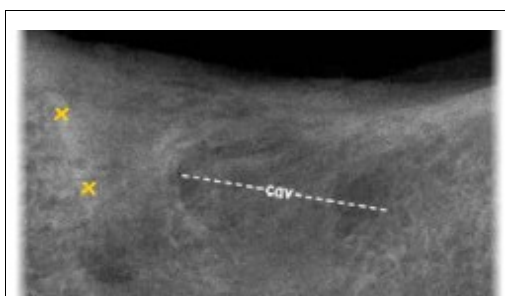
Ein typisches Erscheinungsbild von NICO auf dem Röntgenbild: Oval, schlecht abgegrenzte Transluzenz (cav) mit Anzeichen einer peripheren Sklerose. Der Hohlraum reicht bis zu der gestrichelten Linie. „X“ markiert eine nicht resorbierte Lamina dura.
